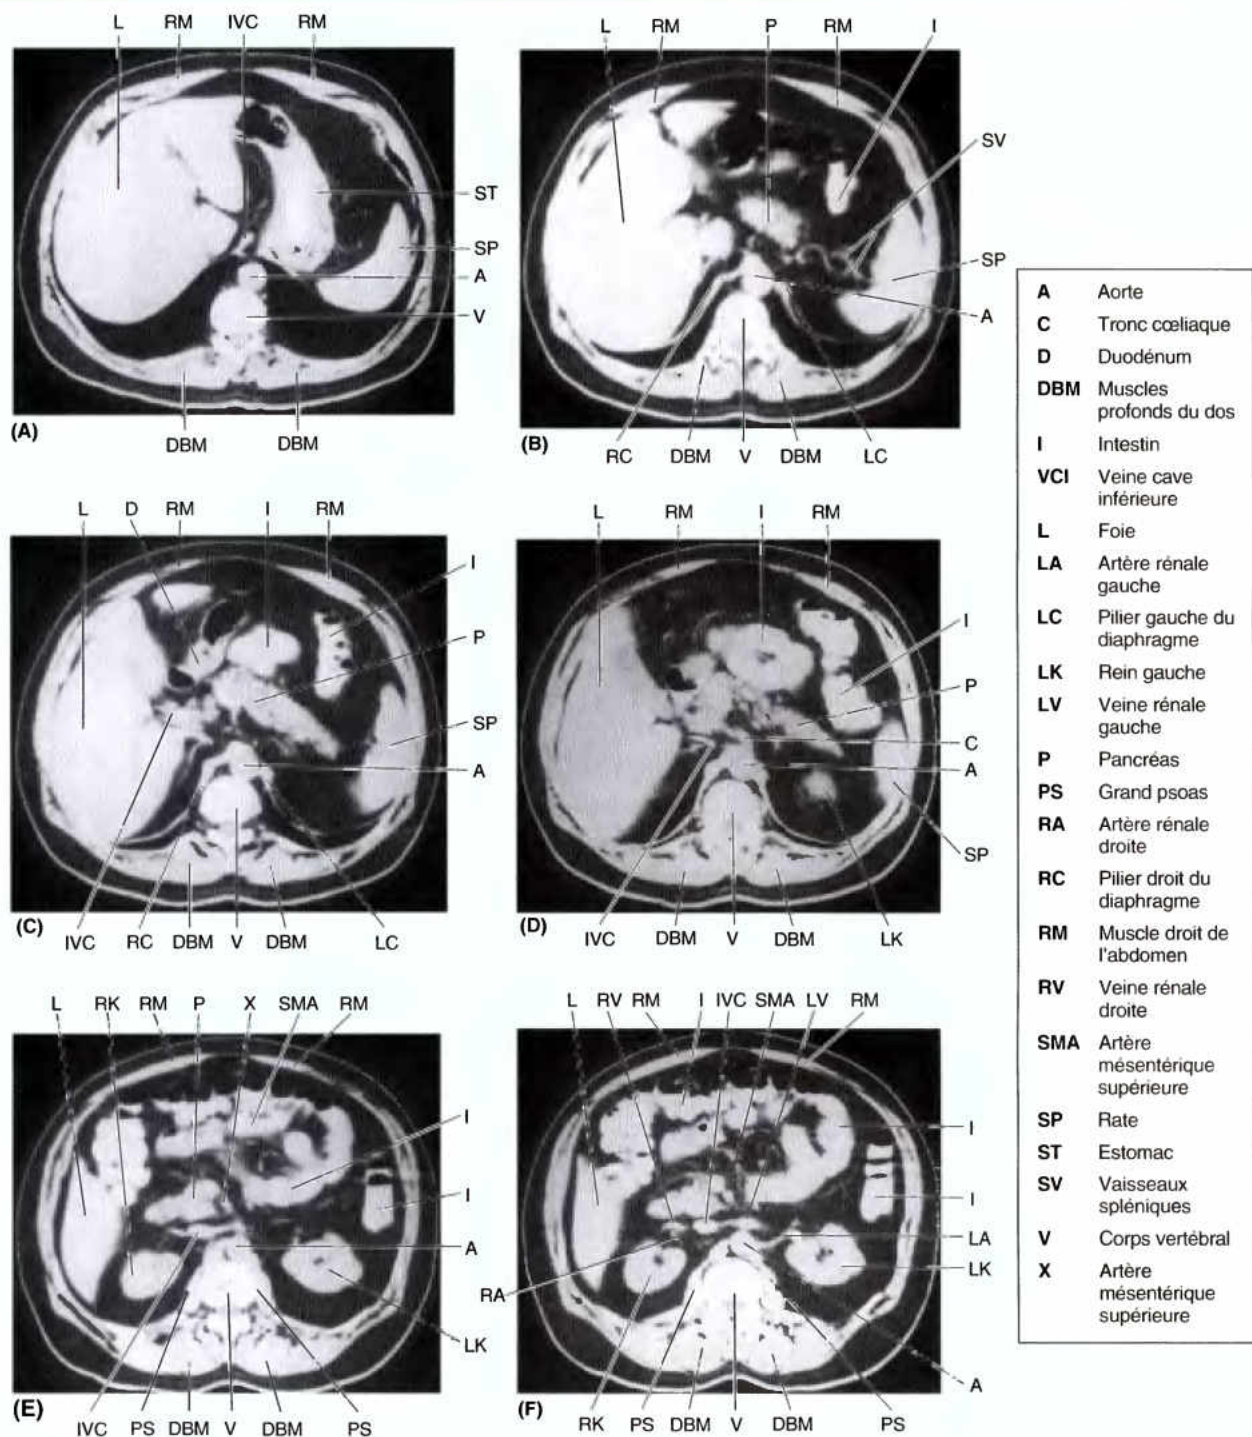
TDM de l'abdomen à des niveaux progressivement plus bas pour montrer les viscères et les vaisseaux sanguins. (Avec l'aimable permission du Dr. Tom White, Département de Radiologie, The Health Sciences Center, Université du Tennessee, Memphis, TN.).
